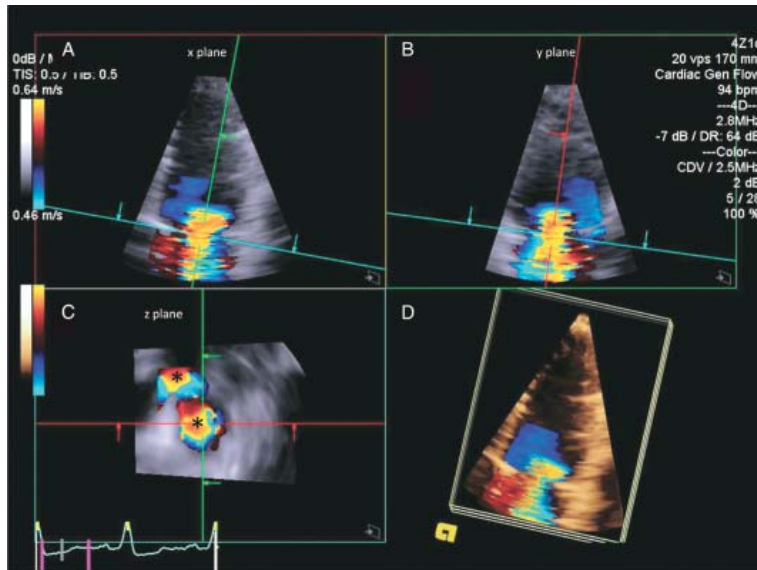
功能性二尖瓣逆流的病人，利用單一心搏取得的全容積彩色 3D 胸前超音波圖。A. 心尖四腔室圖像可看到 vena contracta 最窄處 (x 平面) B. 心尖二腔室圖像可看到 vena contracta 的最寬處 (y 平面) C. Vena contracta 處之橫切面，星號處顯示 2 相鄰的逆流血流 (z 平面) D. 單一心搏全容積 3d 彩色評估影像處理速率約為每秒 20 容積。
